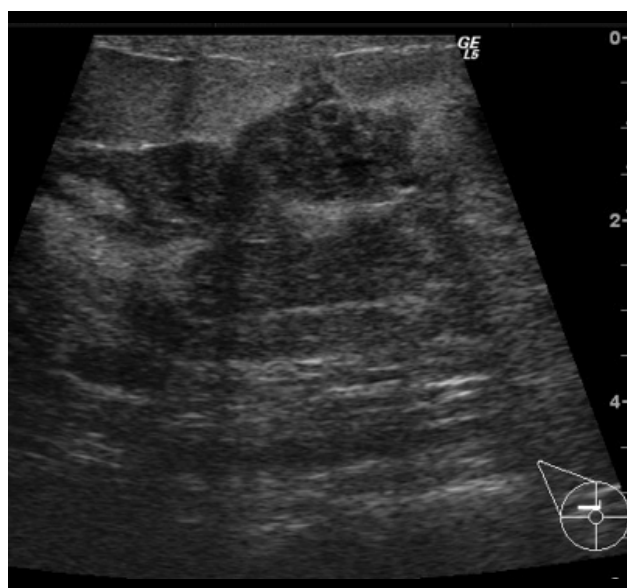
Ecografía de la mama derecha donde observamos varias lesiones hipoeoicas tubulares contiguas con trayecto hacia la piel.
